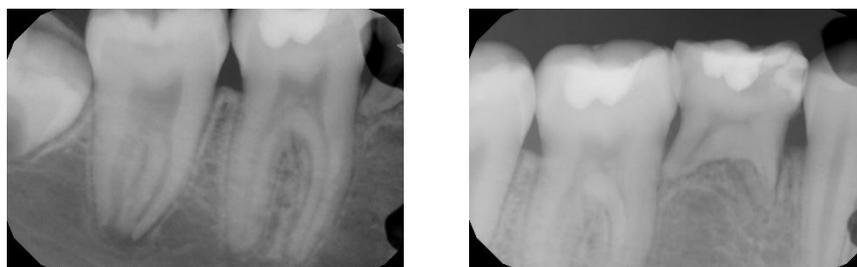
Radiografias periapicais (janeiro-2017), revelando a extensão da cicatrização óssea.
